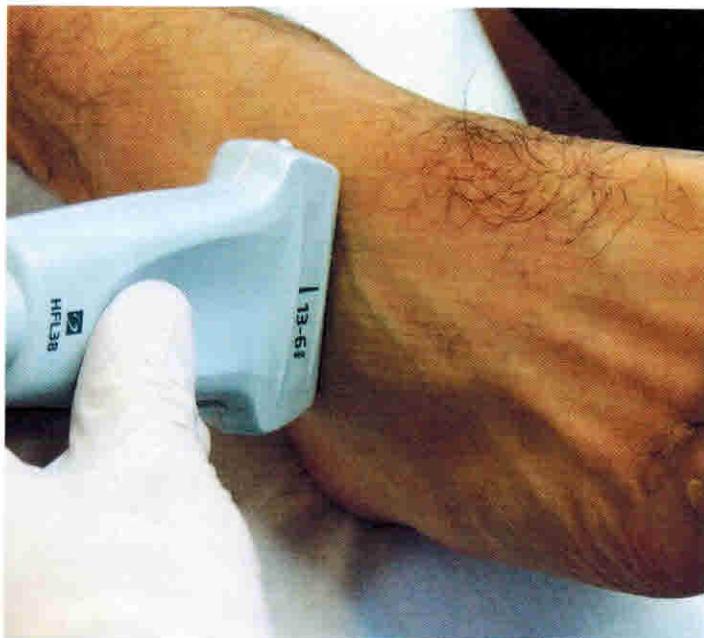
Положение датчика — поперечное. КТ-срез через ладьевидную и кубовидную кости.
